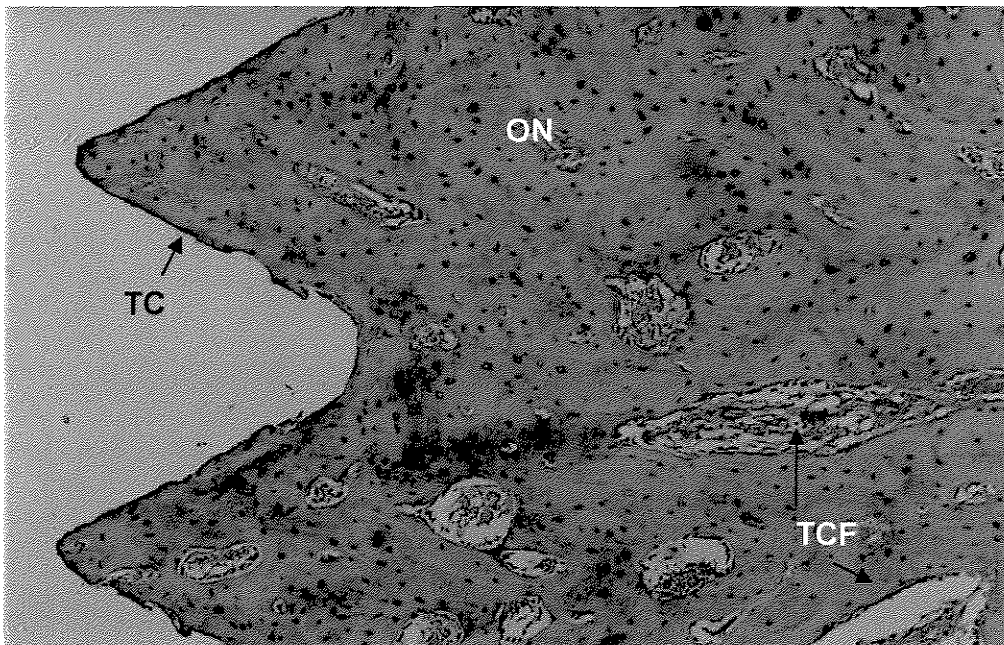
(25X) Grupo BMP - 42 dias pós-operatório. Junto a interface notamos osso neoformado (ON), com tecido conjuntivo frouxo (TCF), nos espaços lacunares e presença de delgada camada de tecido conjuntivo fibroso (TC).
